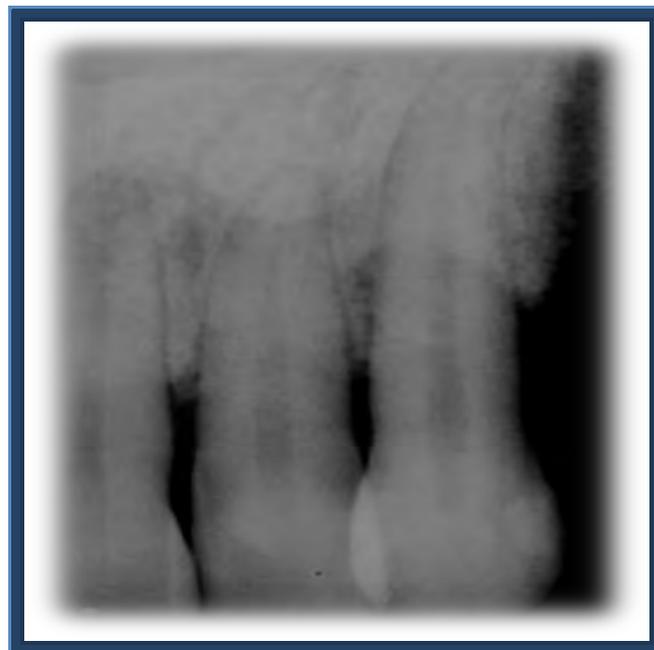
Radiografía postquirúrgica después de dos años. El diente ahora tiene 2 mm de bolsa y mínima movilidad.⁹
